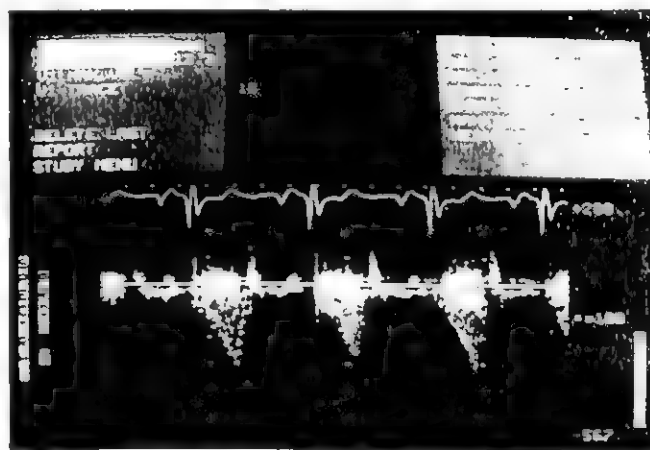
肺动脉口狭窄处连续式多普勒超声测定肺动脉瓣跨瓣压力阶差
